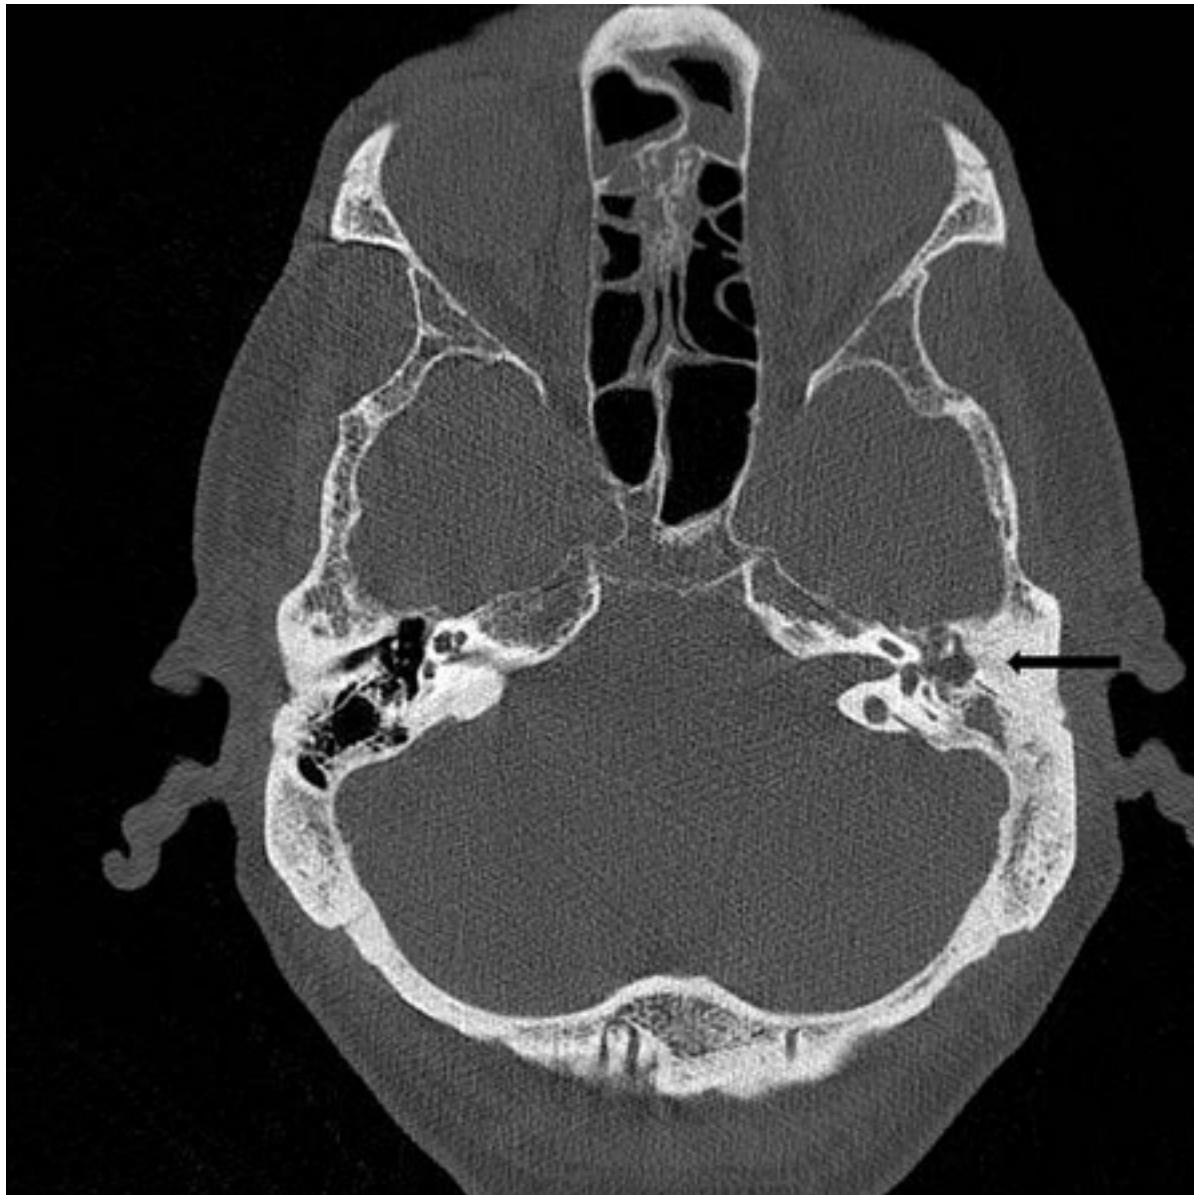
Colesteatoma, tomografia computadorizada (TC) axial
